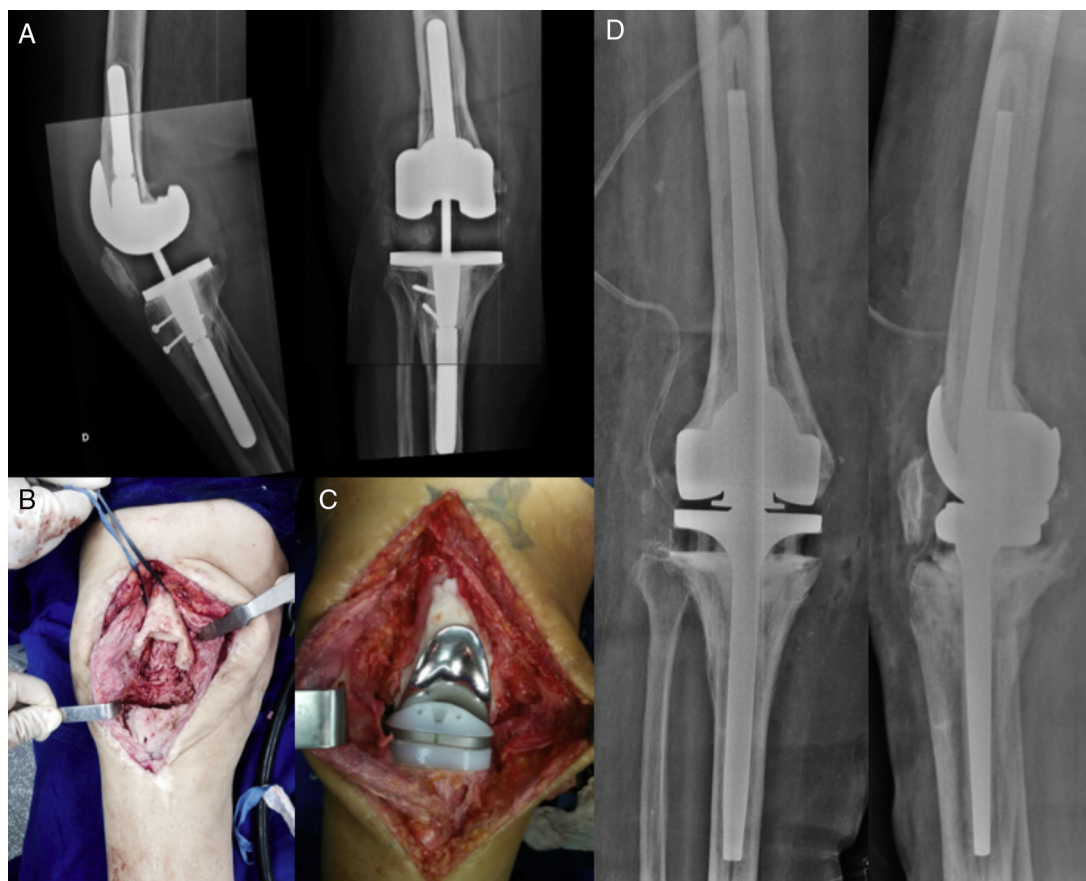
A, radiografia pré-operatória de paciente com prótese se revisão instável; B, imagem intraoperatória com falha óssea e insuficiência de colaterais, com gap de extensão grosseiramente aumentado; C, imagem intraoperatória após implante definitivo cimentado; D, radiografia pós-operatória.
